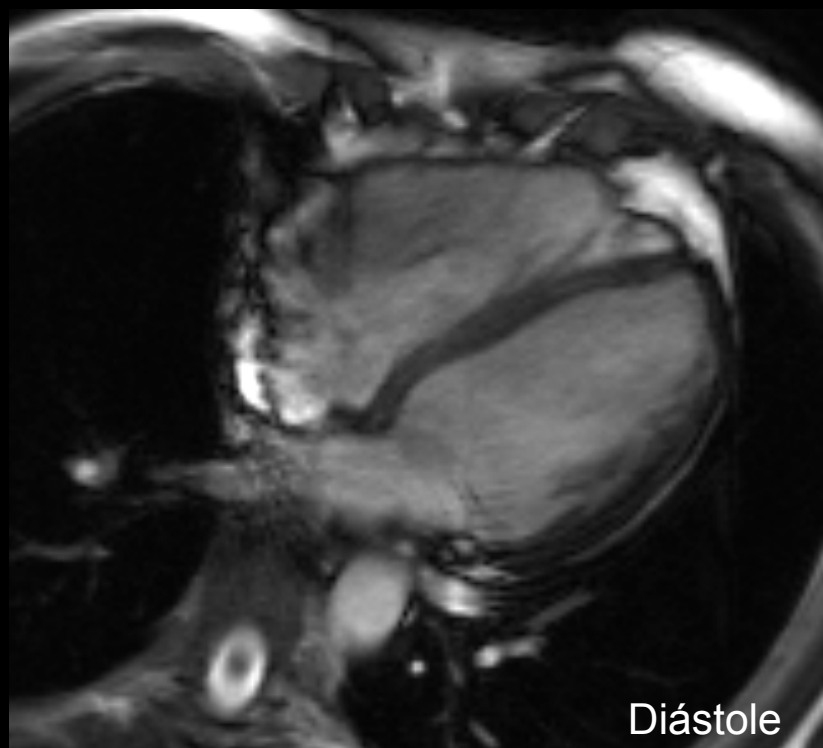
RM cardiaca, secuencia de cine RM en plano 4 cámaras.
